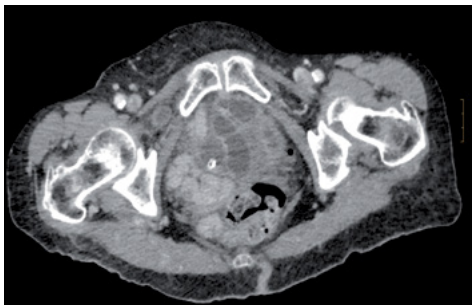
Imagen de TC abdominal que muestra hernia obturatriz derecha.
